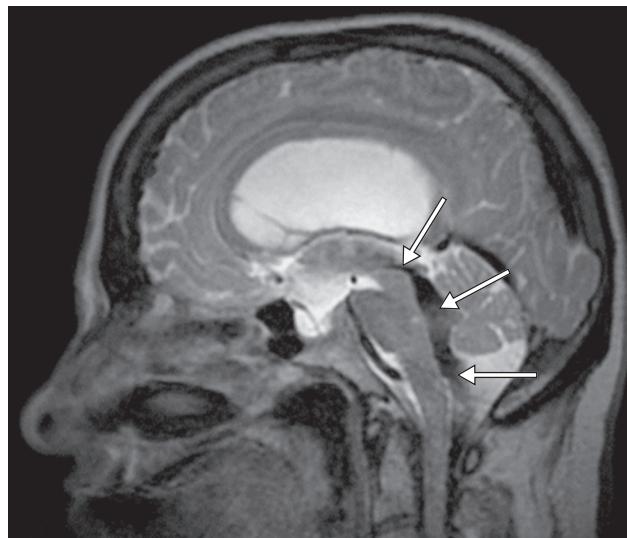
МР-томограммы пациента с окклюзионной гидроцефалией на уровне водопровода мозга:
